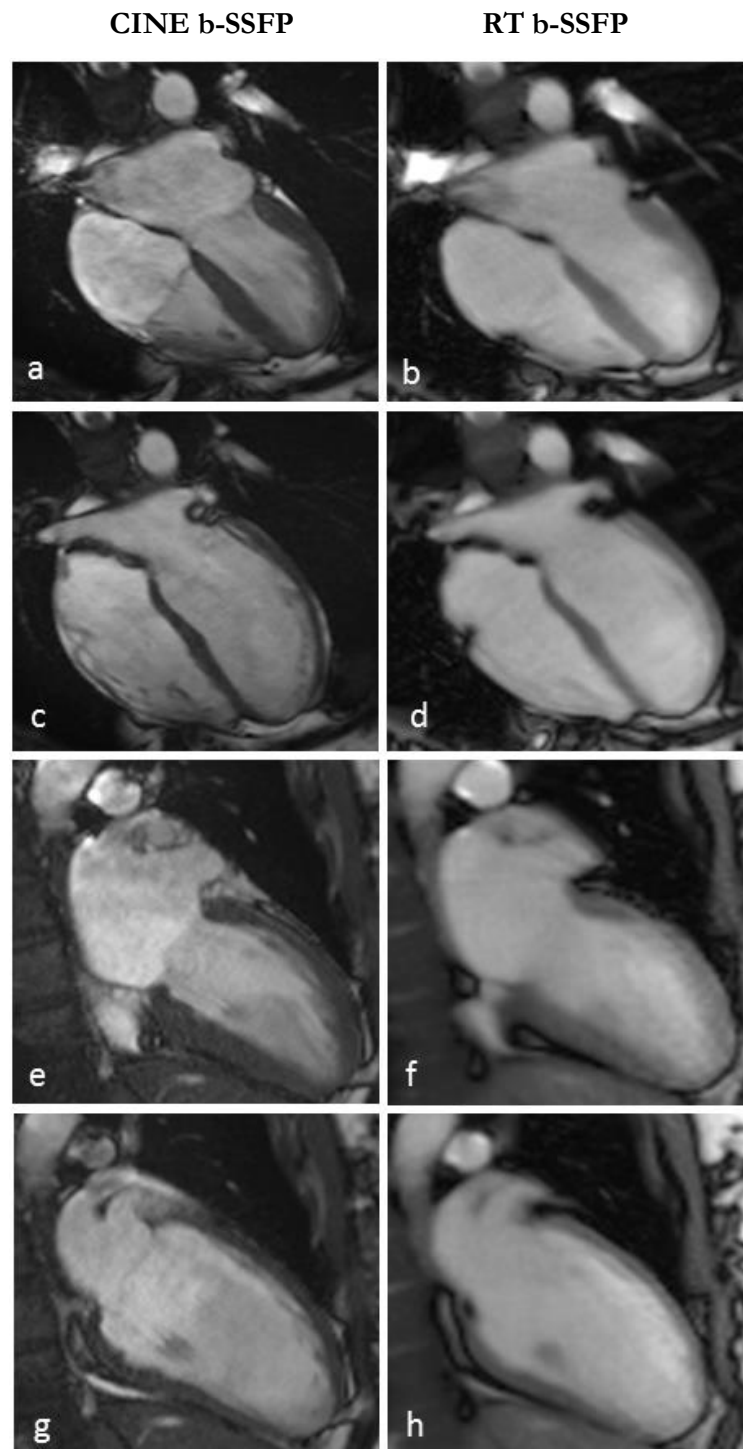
MRT-Datensätze eines Probanden im Sinusrhythmus in CINE- und RT-b-SSFP-Sequenz, 2- und 4CV.
